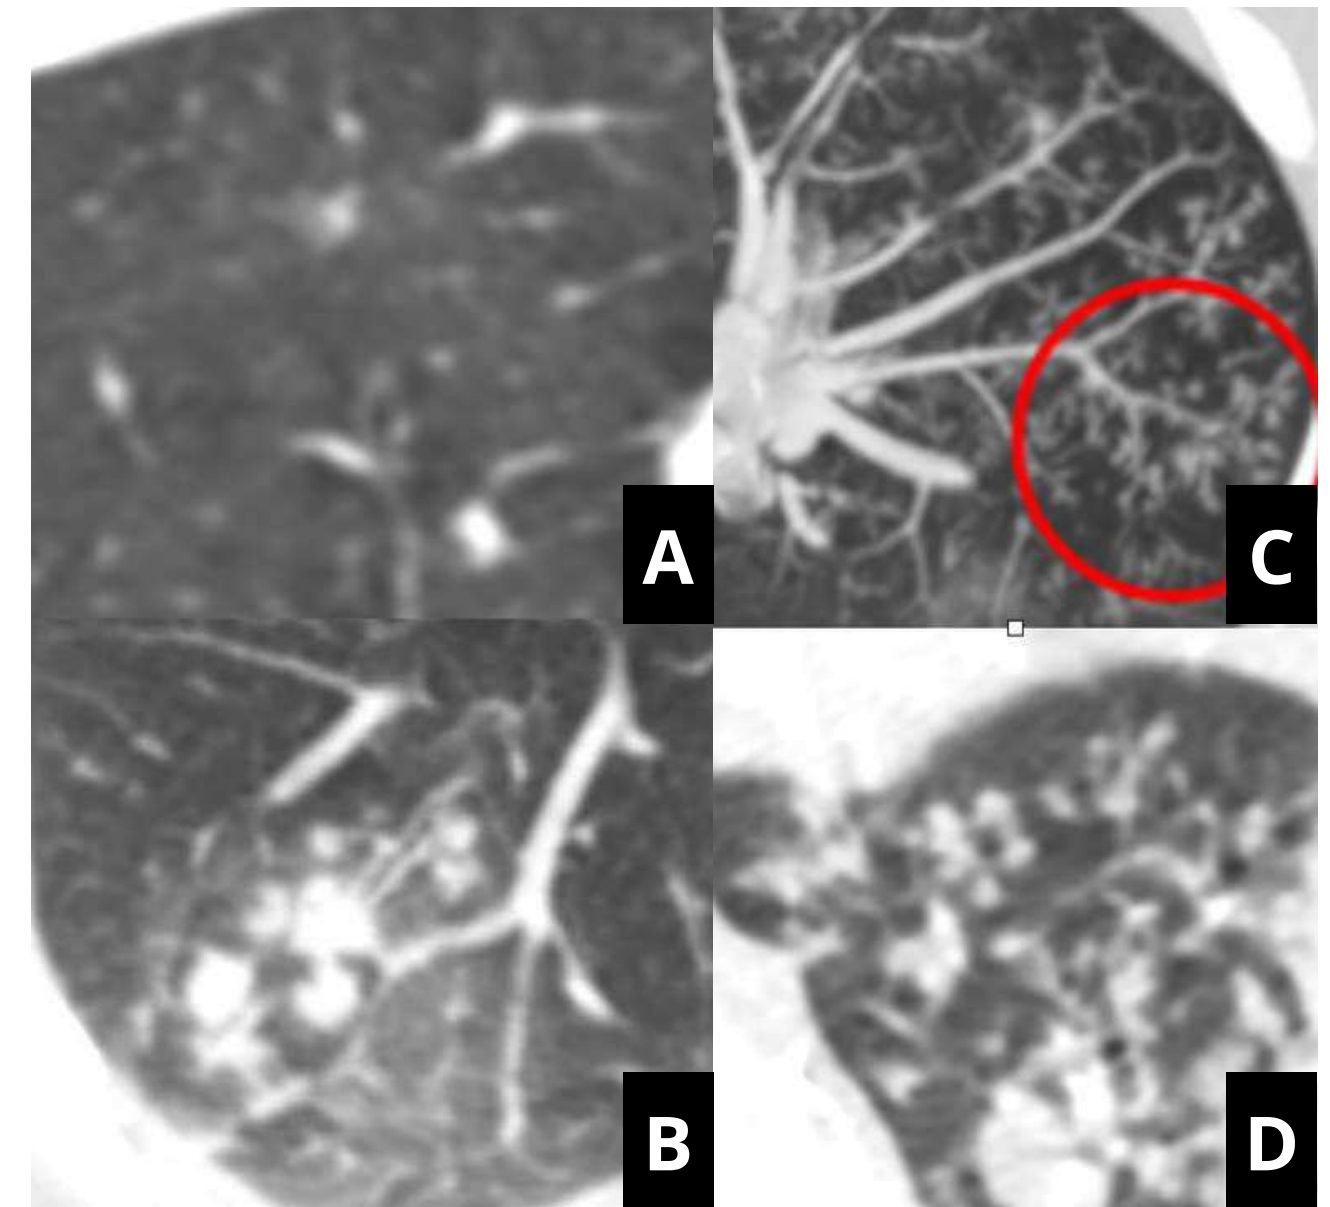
Imágenes axiales de TC de diferentes pacientes con clínica infecciosa respiratoria y aparición de nódulos en vía aérea distal. Nótese la variedad de patógenos: los nodulillos centrilobulillares de A se deben a Rhinovirus y los de B a una aspergilosis broncoinvasiva, mientras que los nódulos “en árbol en brote” de C se deben a una infección por *Pseudomonas aeruginosa* y en D a *Mycobacterium tuberculosis*
